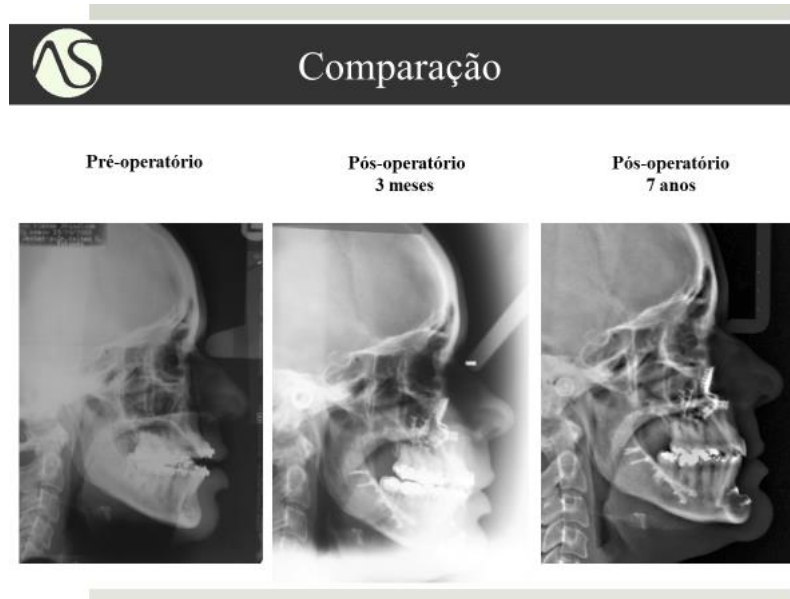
Telerradiografia de perfil da paciente de comparação com o pré-operatório, pós-operatório de 3 meses e o pós-operatório de 7 anos. Adaptada de caso clínico cedido pelo Prof. Doutor Alessandro Costa Silva (2020)
